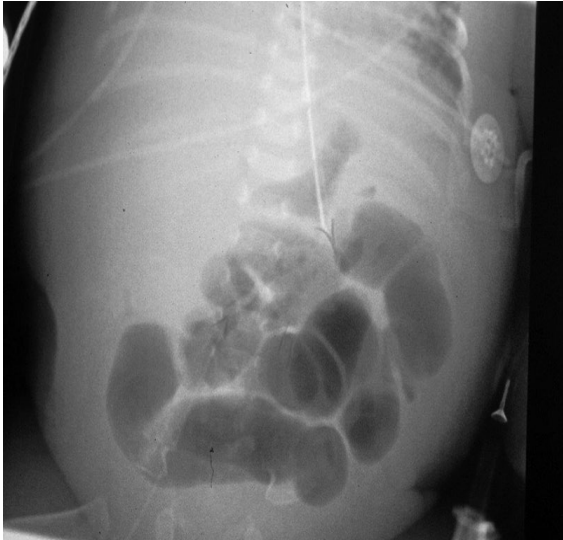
Abdomen-Röntgen Ileus (46) Abbildung 5: Rektumprolaps (47)
